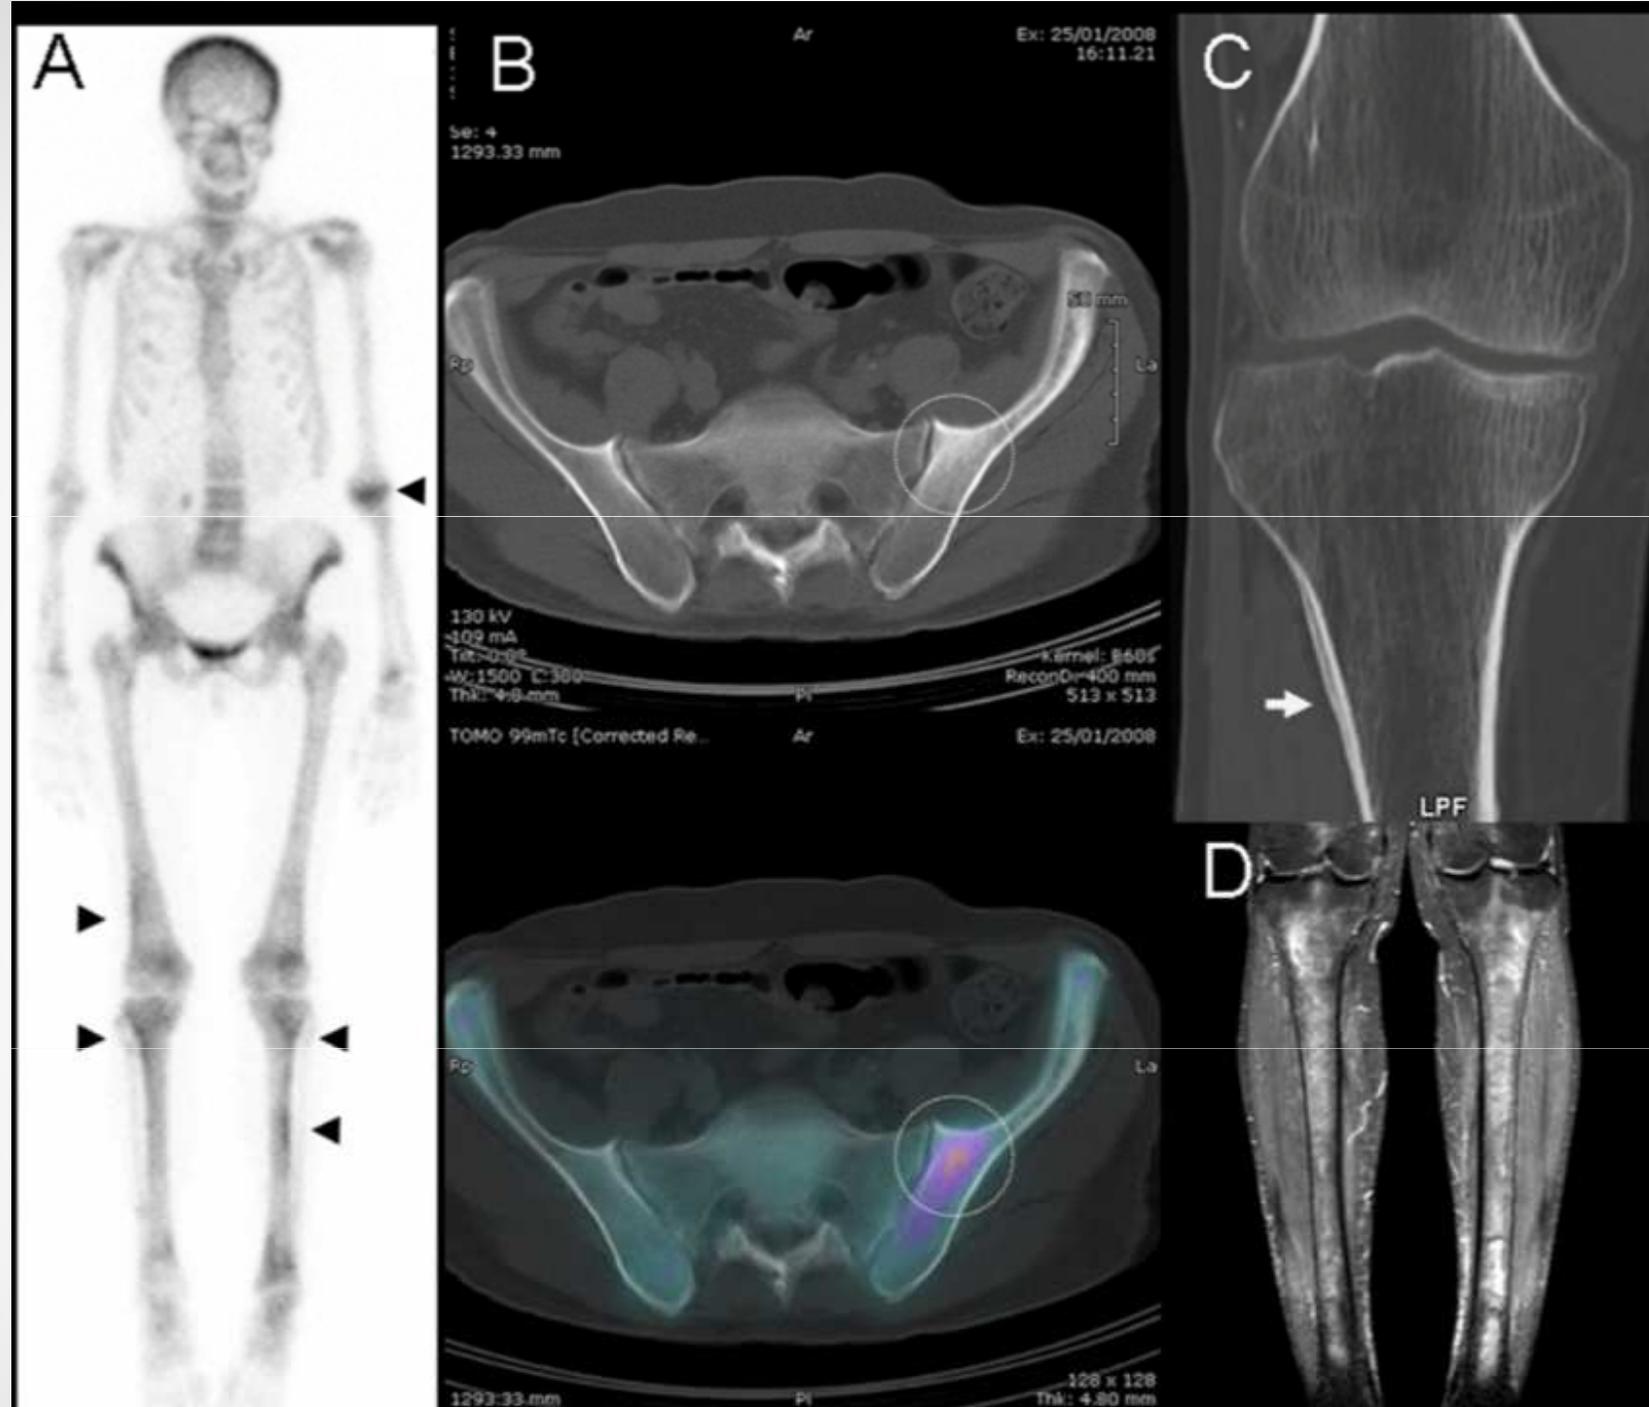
Imagerie osseuse du syndrome de Schnitzler. A. Scintigraphie osseuse au Tc-99 m : hyperfixation osseuses multiples (têtes de flèche), asymétriques, prédominant aux métaphyses fémorales distales et tibiales proximales. B. Tomoscintigraphie osseuse d'émission monophotonique couplée au scanner (SPECT-CT) : ostéocondensation de l'os iliaque (cercle) visible sur les coupes scannographiques (haut), et l'imagerie de fusion scanner-scintigraphie (SPECT-CT, bas). C. TDM : apposition périostée de la métaphyse tibiale proximale (flèche). D. IRM pondérée en T2 : œdème médullaire osseux.
